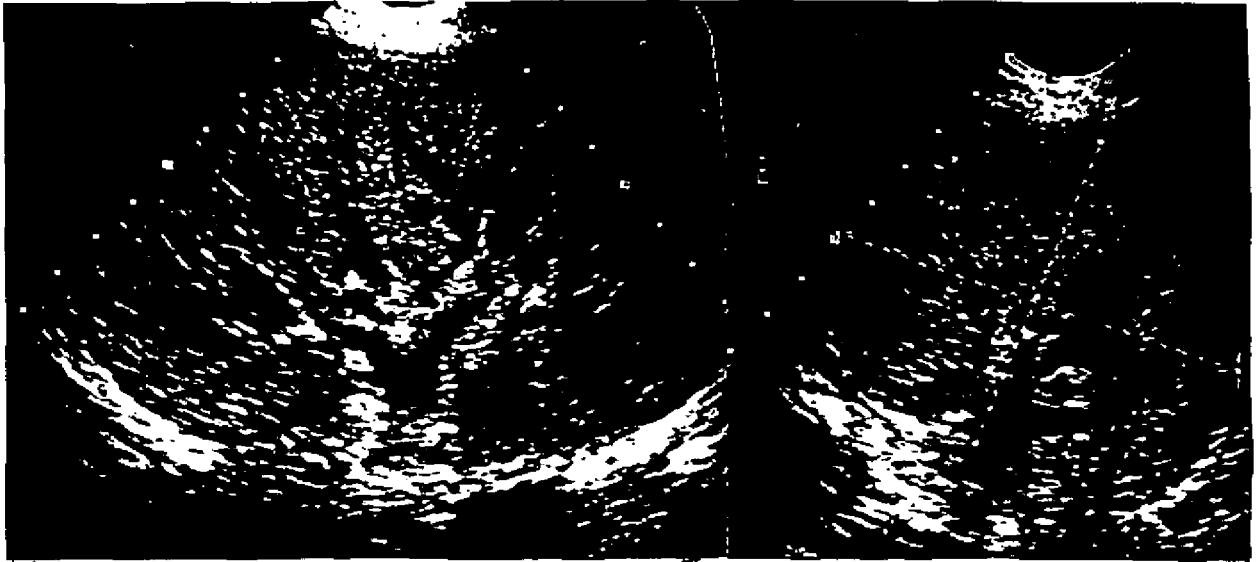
Ecografía en modo B de un injerto con RECIDIVA de Glomerulonefritis segmentaria y focal. Cortes longitudinal y transverso de un Tx con hiperecogenicidad parenquimatosa, mala definición córtico-medular y disminución del seno renal.
